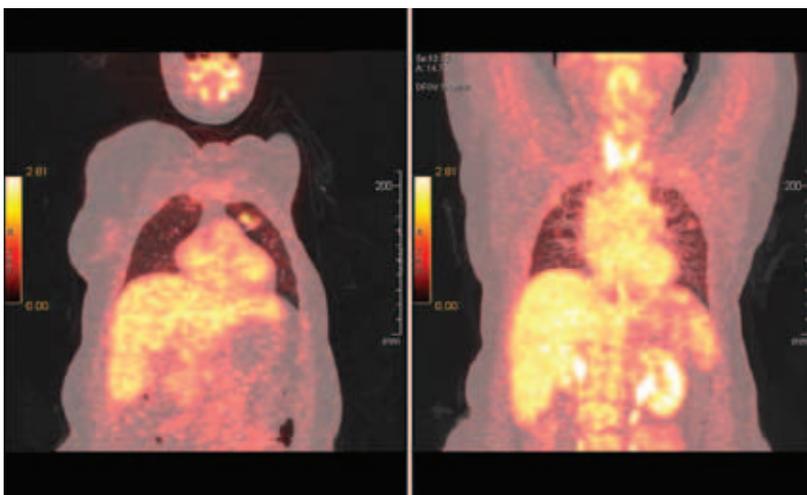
Результаты ПЭТ КТ от 3 апреля 2017 г.: положительная динамика
